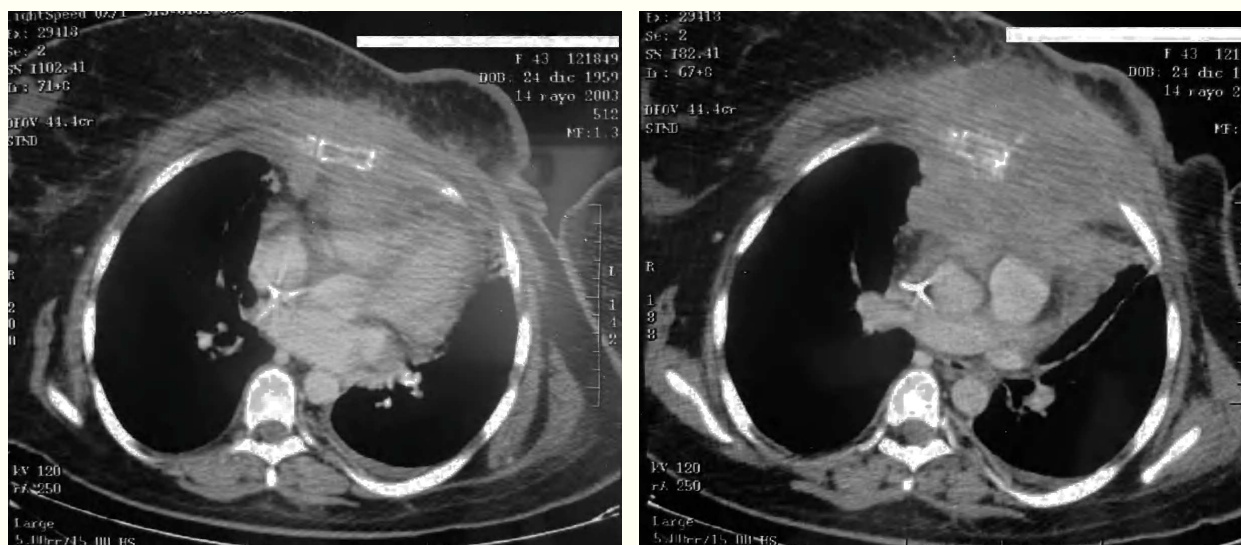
Cortes de TAC en los que se objetiva la masa en pared torácica anterior con la gran invasión de estructuras adyacentes.
